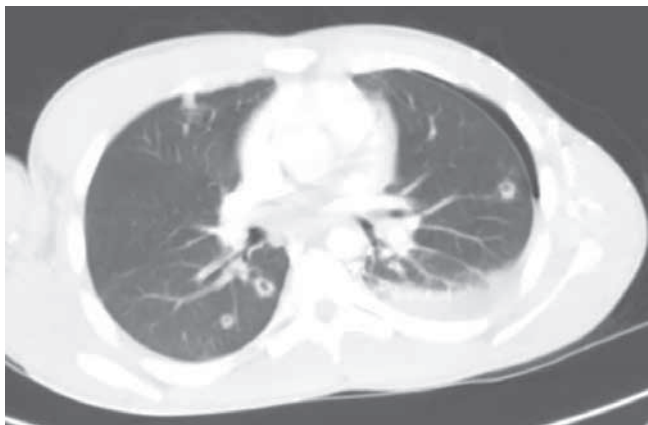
TC de tórax tras realización de biopsia pleural y colocación de drenaje pleural.
